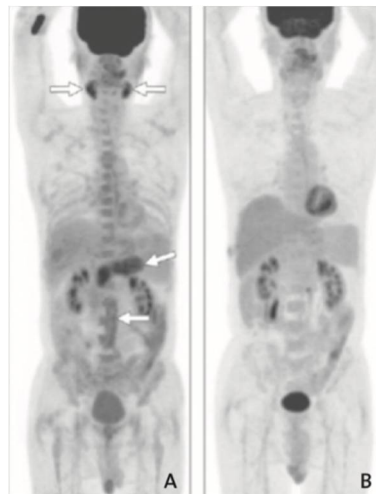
Aspect TEP-18FDG caractéristique de PAI de type I
